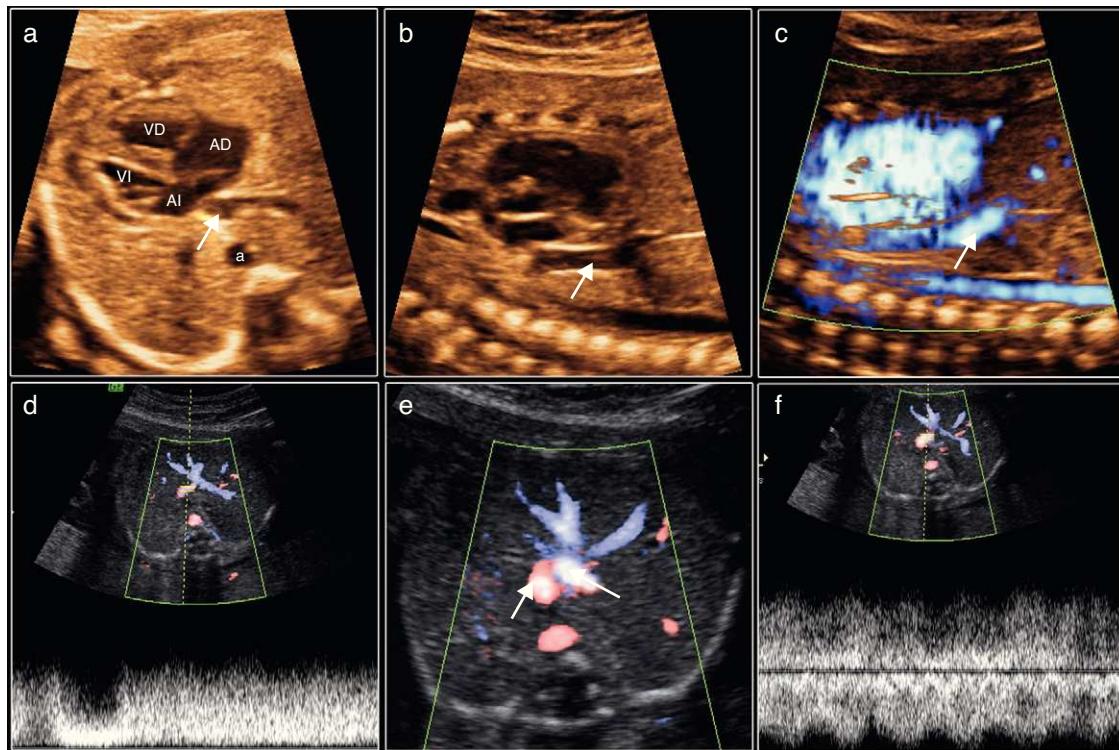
Imagen del colector infradiafragmático (flecha recta) en el que drenan las venas pulmonares: a) corte axial: imagen del colector, ocupante del espacio retroauricular izquierdo, con una vena pulmonar drenando en él; b) corte longitudinal; en c) con power doppler HD; d) con doppler pulsado se muestra una onda de tipo venoso con claro aumento de velocidad que sugiere flujo turbulento; e) el colector drena en vena cava inferior entrando por el lado izquierdo del ductus venoso (flecha curva) y con doppler color se ve que ambos vasos codifican en colores distintos; y, f) adyacente al colector, la onda típica de flujo del ductus.
